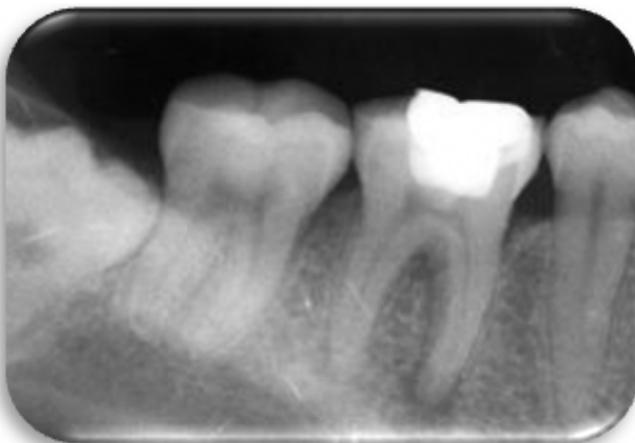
Radiografía periapical inferior derecha de diente 46 con sintomatología.
